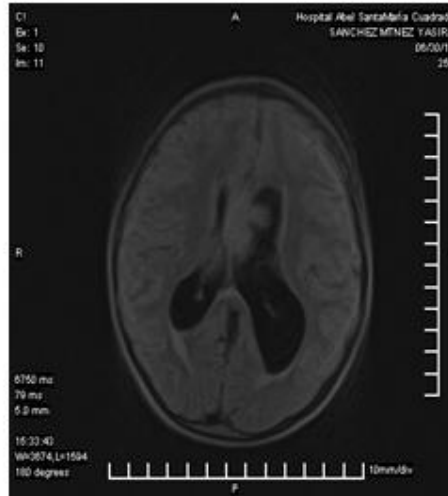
RMN de cráneo dilatación ventricular a predominio del ventrículo lateral izquierdo, con ligeros signos de edema intersticial.
